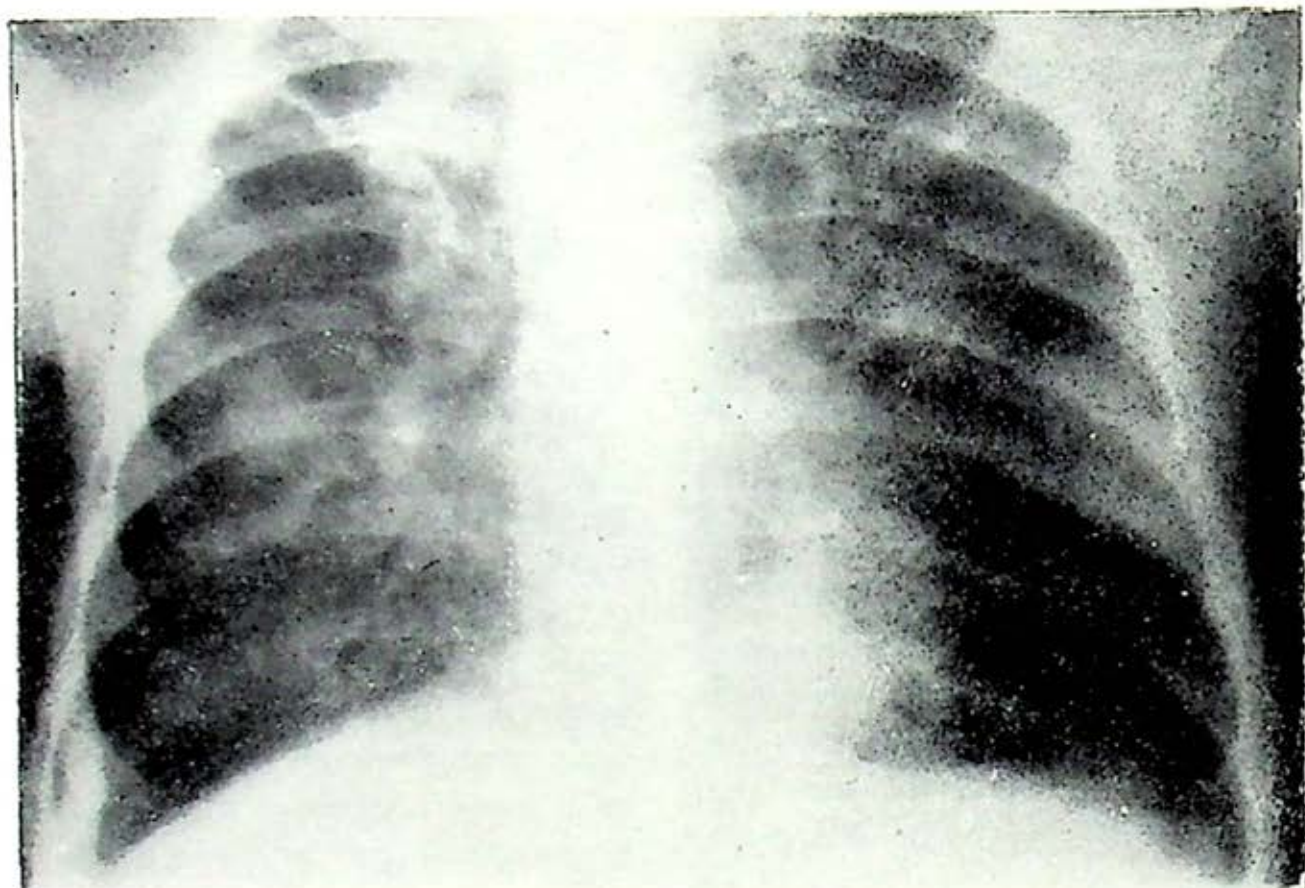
Radiografía de tórax de un paciente de seis meses de edad con pulmón de choque.
